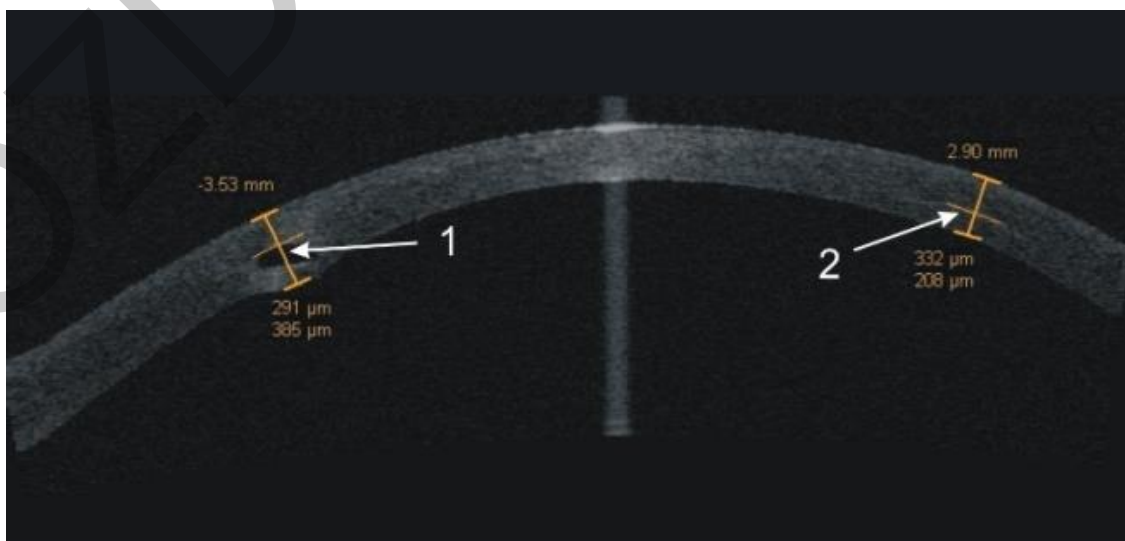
Томограмма роговицы пациента Ш. с имплантированными интрастромальными сегментами, где 1 – имплант в строме роговицы на расчетной глубине; 2 – интрастромальный тоннель
